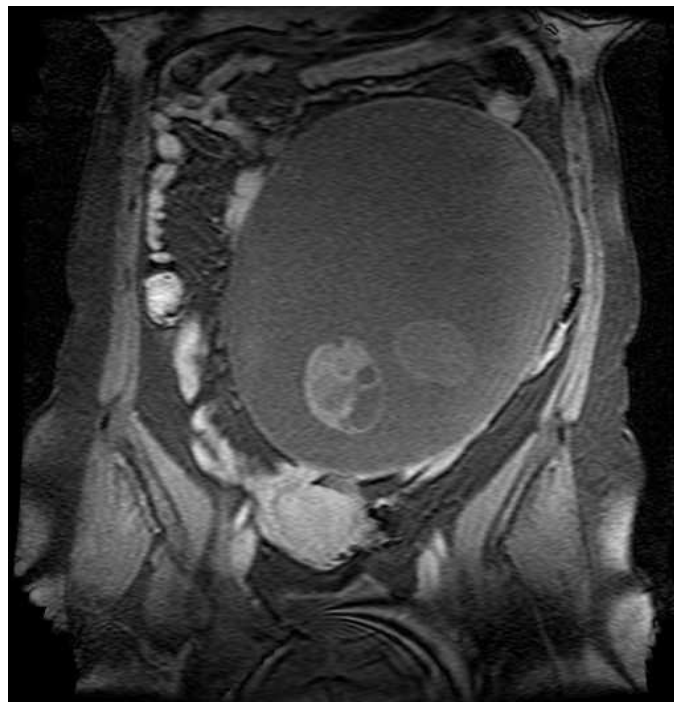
IRM abdomino-pelvienne en coupe frontale montrant une masse mesurant 23cm et présentait de grandes loges liquidiennes avec 4 nodules de signal tissulaire hétérogène
